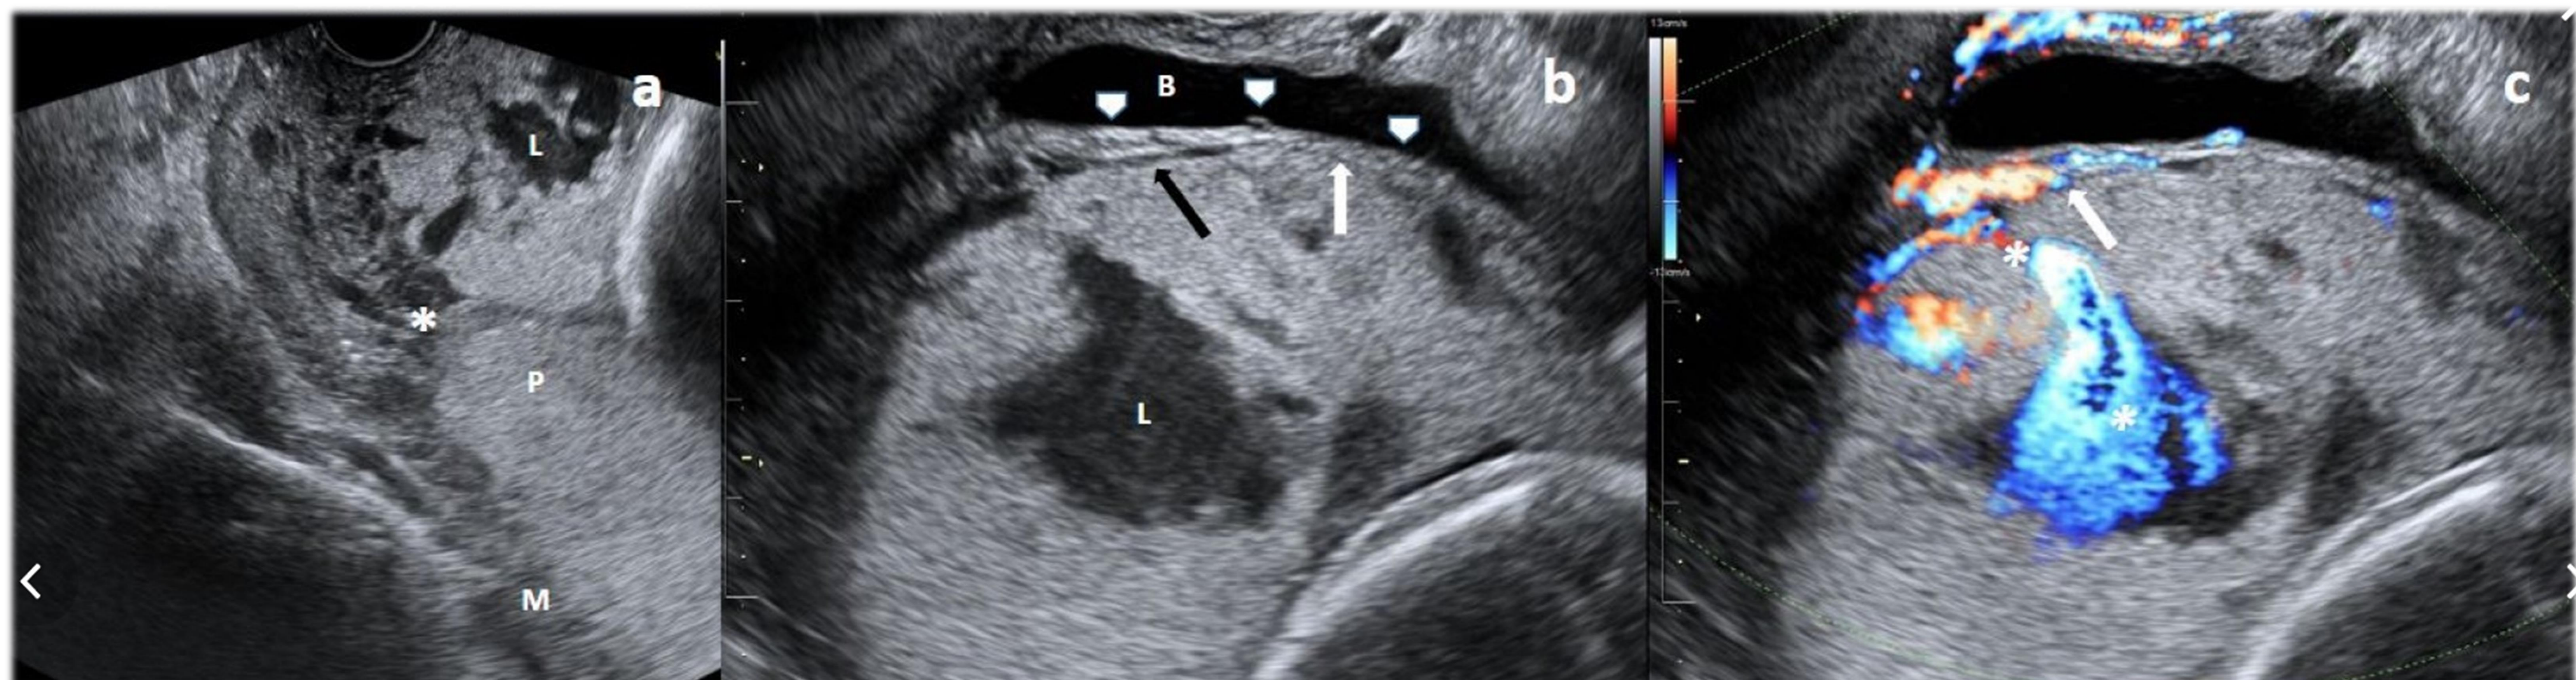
Hallazgos ecográficos en el espectro de acretismo placentario: Mujer de 29 años sin antecedentes médicos significativos. Tuvo 4 embarazos previos, uno natural y 3 por cesárea. Durante el examen de rutina del segundo trimestre se observó placenta previa. Las imágenes anteriores muestran un examen ecográfico transvaginal en el tercer trimestre. (a) Muestra la placenta de implantación baja (P) cubriendo todo el orificio cervical (*), compatible con placenta previa completa. Múltiples lagunas placentarias irregulares (L). Grosor normal del miometrio (M). (b) Pérdida del espacio claro retroplacentario (flecha blanca), en comparación con el espacio claro retroplacentario normal (flecha negra). Se observa pérdida de la interfaz vejiga-miometrio (puntas de flecha blancas), donde la línea hipocóica normal puede observarse sutilmente (punta de flecha izquierda) y pérdida de esta hiperecogenicidad con irregularidades que protruyen en la pared de la vejiga (marcadas en las puntas de flecha central y derecha). Tenga en cuenta la ausencia de miometrio en la porción anterior en comparación con la imagen (a). (c) Misma imagen que en (b) con Doppler color que muestra hipervascularidad de la interfaz serosa uterina-pared de la vejiga (flecha blanca) y vasos que suministran las lagunas placentarias produciendo flujo turbulento (*).
